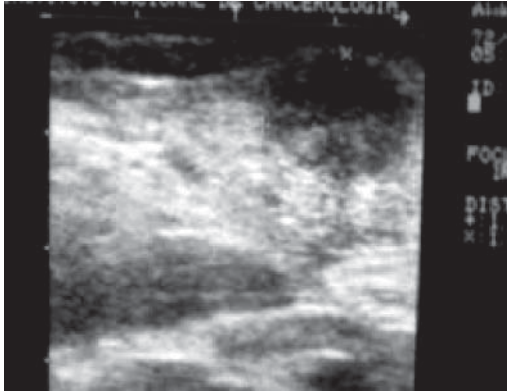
Ecografía intraoperatoria con transductor de alta frecuencia. Muestra lesión hipoeoica con relación al parénquima pancreático, de bordes bien definidos, en la región anterior de la cabeza pancreática de aproximadamente 2 x 2 cms.
